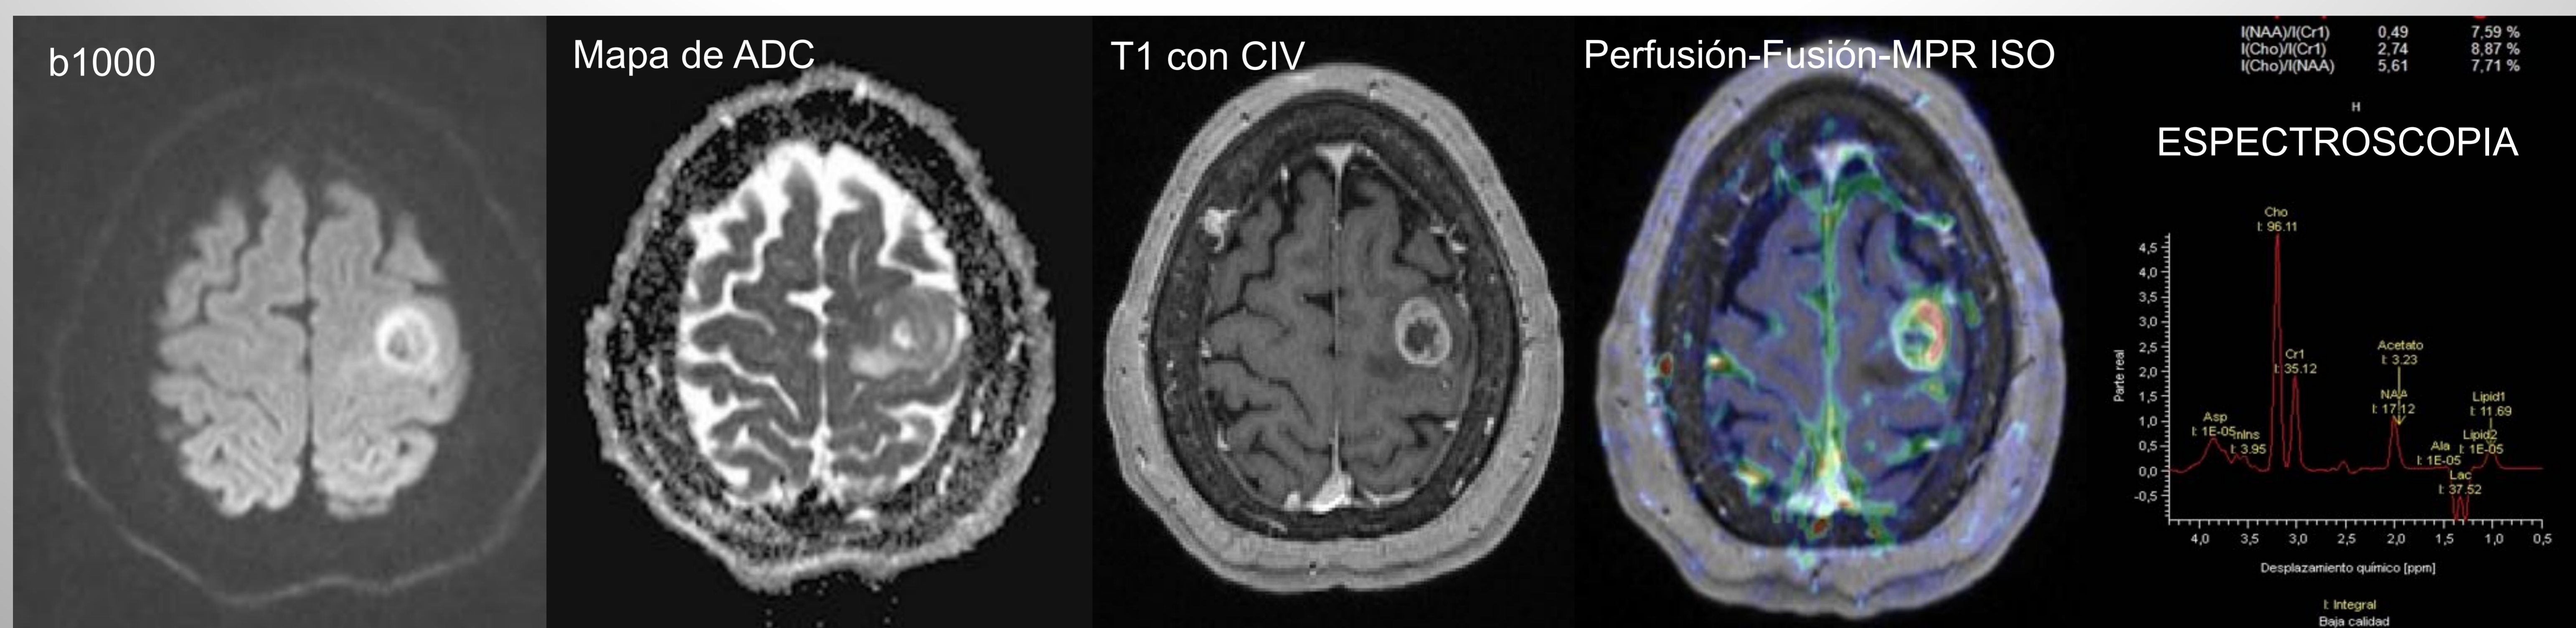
Imágenes axiales de RM del mismo paciente diagnosticado de glioblastoma.
